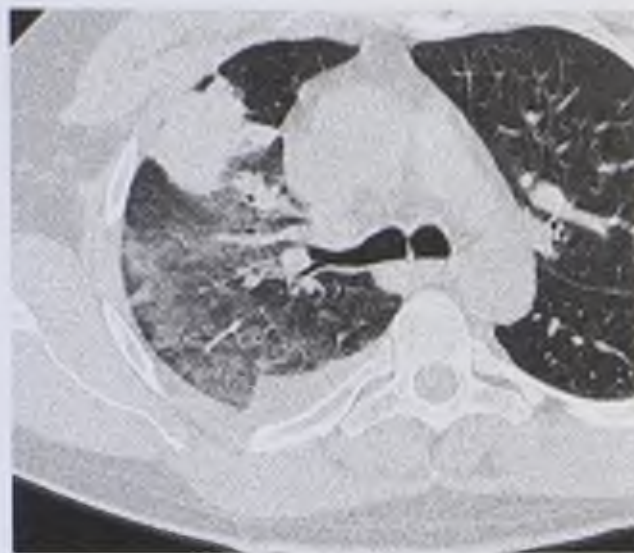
Фрагмент компьютерной томограммы. Ушиб правого легкого
